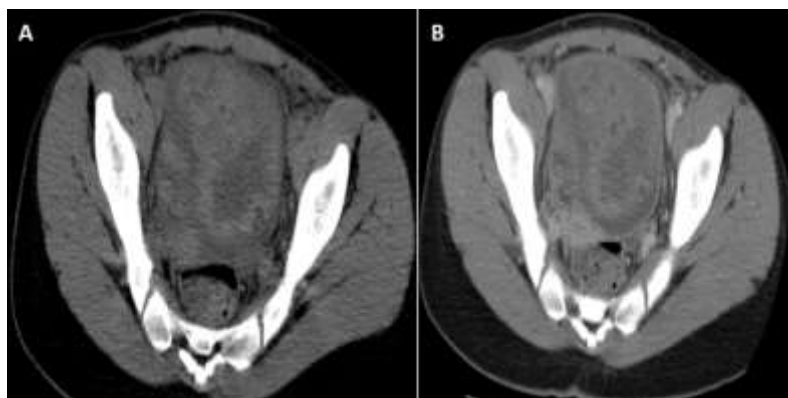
torsion ovarienne chez une adolescente de 14 ans, présentant un tableau de douleurs hypogastriques fébriles - TDM abdominale sans (A) et après contraste (B) montrant une volumineuse masse sus vésicale et latéro-utérine droite bien limitée contenant des remaniements hémorragiques ainsi que de multiples formations kystique arrondie liquidiennes cette masse est non modifiée après contraste mesurant, avec individualisation d'un tour de spire en regard évoquant très probablement une torsion d'annexe droit
